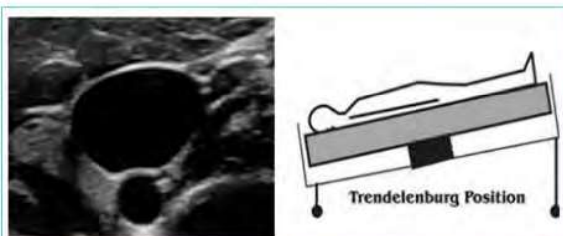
Échographie jugulaire en position de Trendelenburg.
